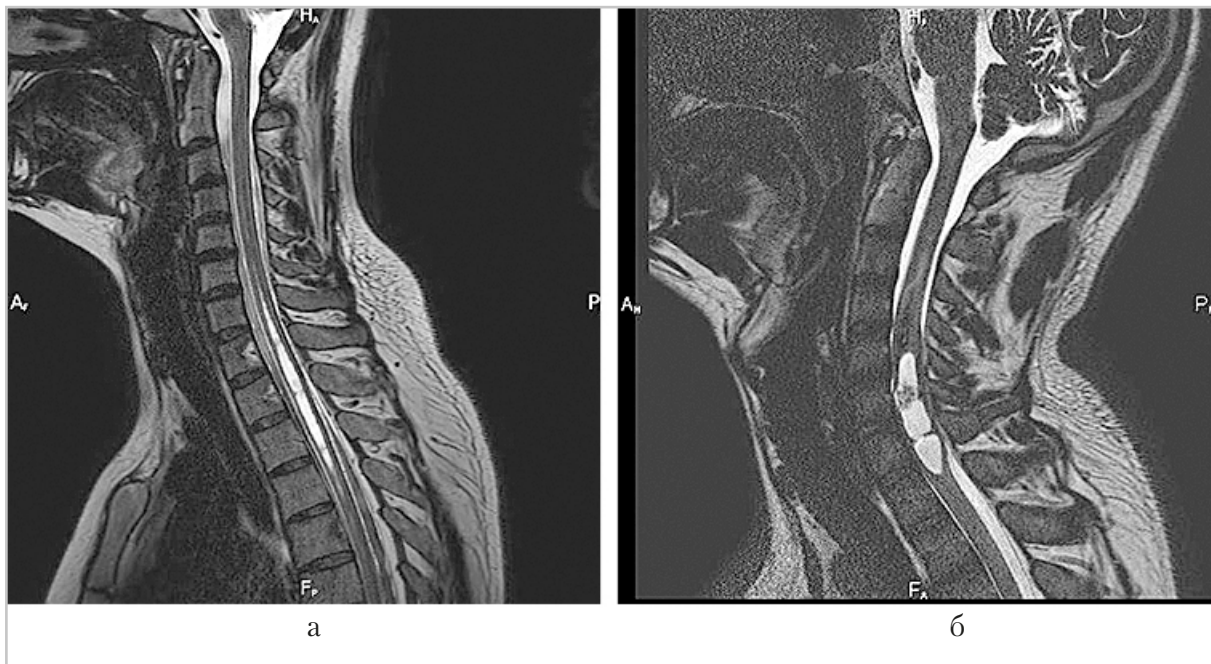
МР-томограммы. Методика CSF-DRIVE в сагиттальном срезе: *а* — пациентка с сирингомиелической полостью на уровне С7 — Th4 позвонков; *б* — интрадуральное интрамедуллярное образование (эпендимома) в структуре спинного мозга на уровне С6 позвонка, ассоциированное с кистозной полостью (на уровне С5 — Th1 позвонков)
